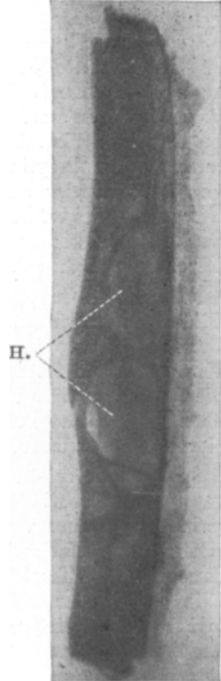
Röntgenaufnahme des Femur nach der Sektion. H. Zerstörungsherde.
